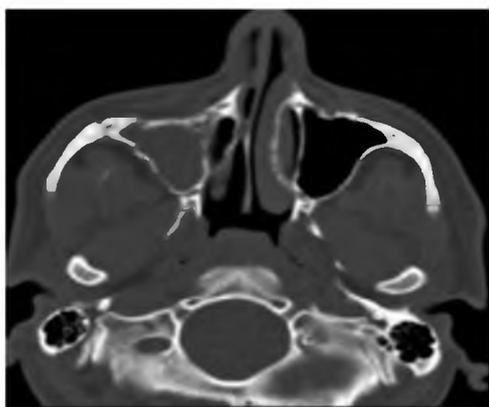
Сравнительная картина мультиспиральной компьютерной томографии-А и рентгенографии черепа в полуаксиальной проекции-Б при переломах скуловой кости с кровоизлиянием в гайморовой полости.
